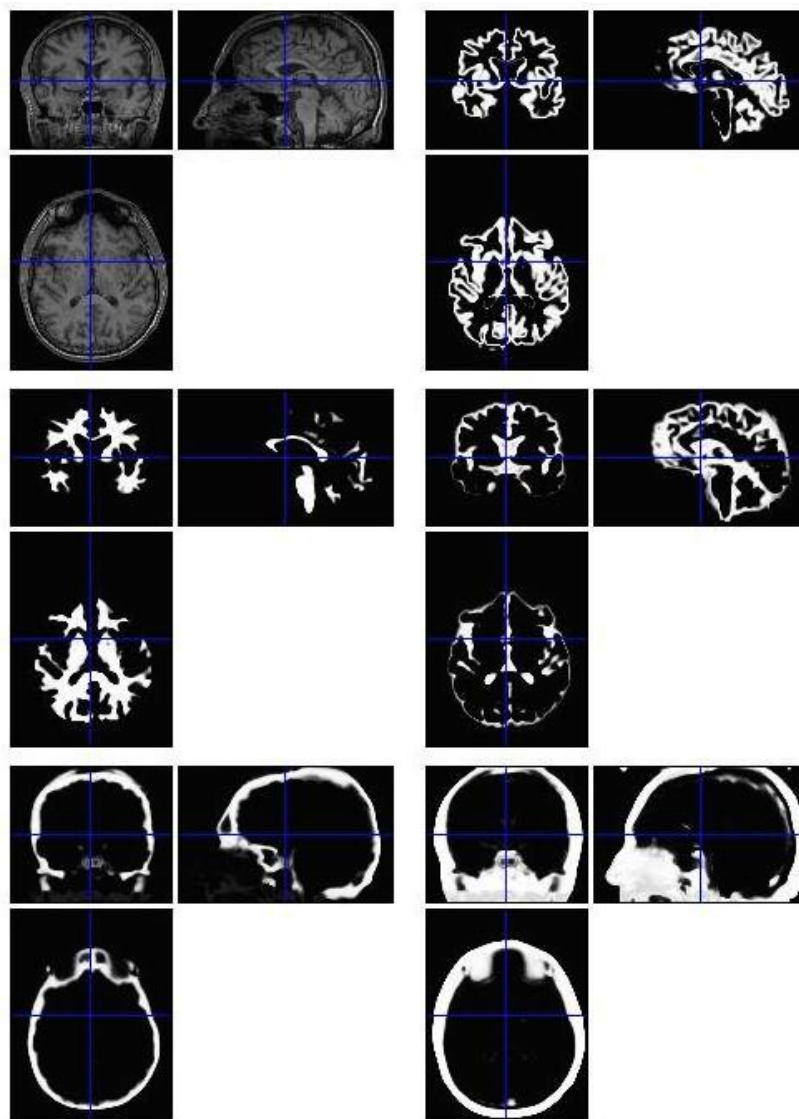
Segmentación en 5 tejidos de una imagen RM.
